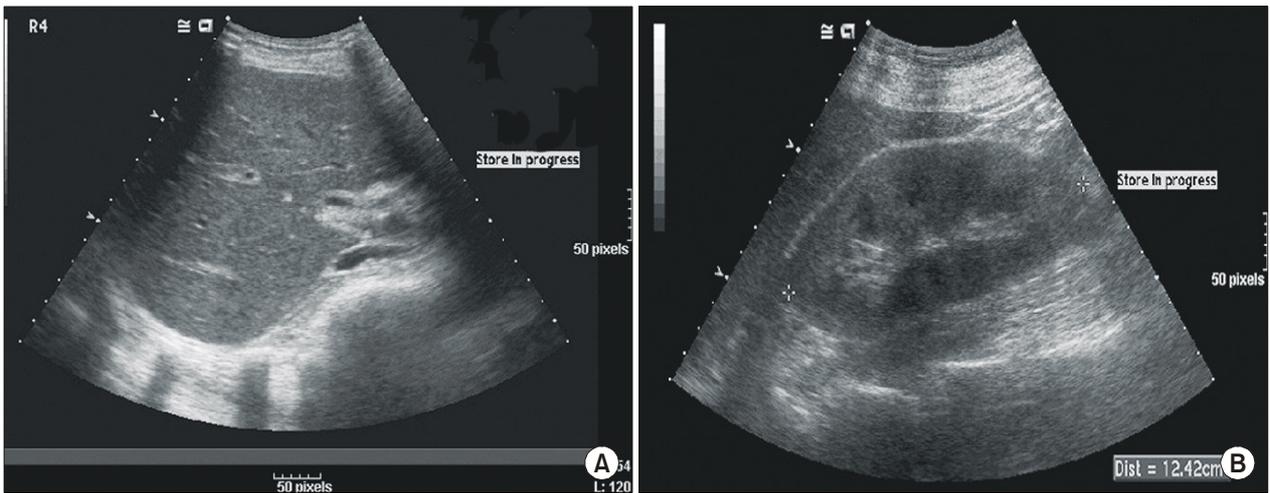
(A) Abdominal ultrasonogram shows coarsening liver, periportal lymphadenopathy, edematous thickening of gall bladder and mild splenomegaly (12.5 cm). (B) Diffuse enlargement of kidney with increased cortical echogenicity, compatible with acute renal failure.
